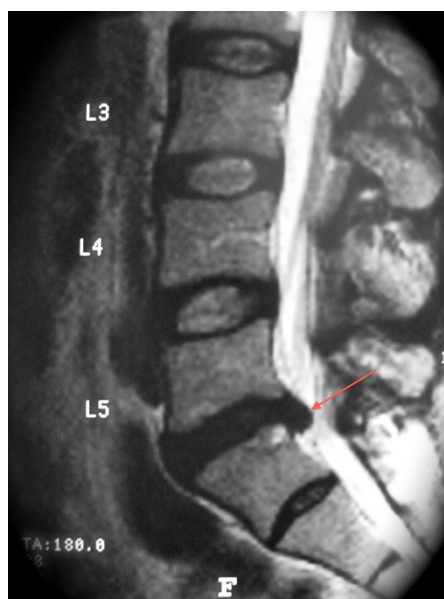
RM de Coluna Lombar
